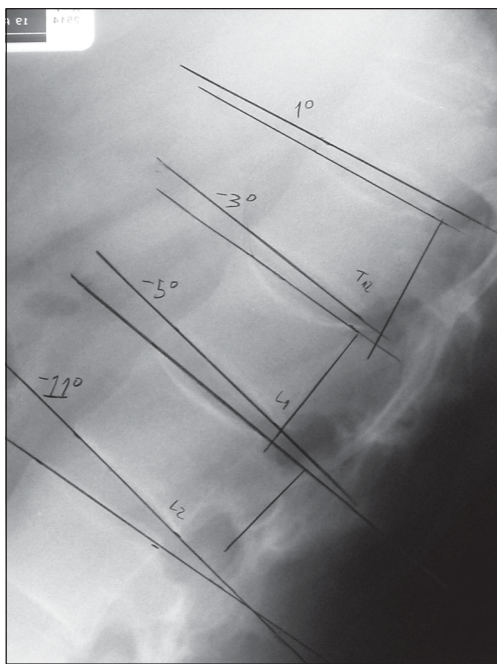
A: Radiografía lateral en extensión y B: en flexión (66 meses).
